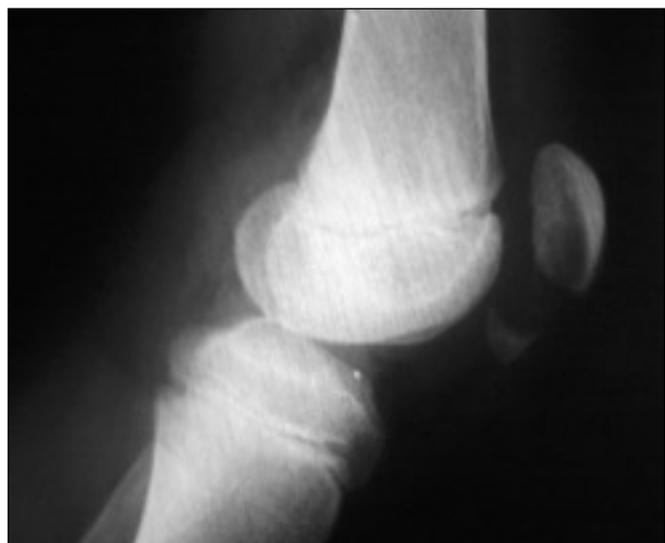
Radiografías del postoperatorio inmediato en donde se observa reducci6n del fragmento osteocartilaginoso y fijaci6n con anclajes 6seos.
